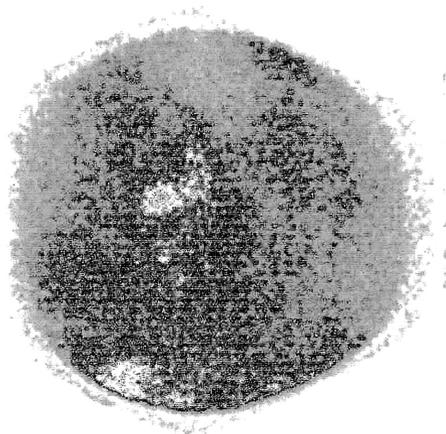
Радиоизотопная флебосцинтиграфия в горизонтальном положении: проходимый подвздошно-кавальный сегмент, незначительная задержка эвакуации радиофармпрепарата на уровне кавапликации
